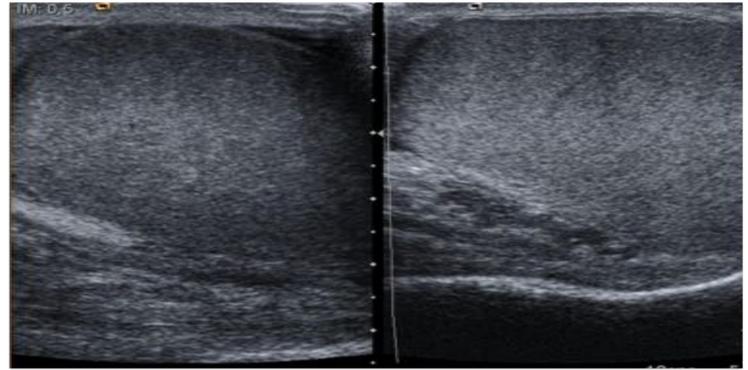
Ecografía comparativa de los dos hemiescrotos. En la imagen de la izquierda se observa un engrosamiento de las partes blandas extratesticulares, compatible con un hematoma escrotal.
